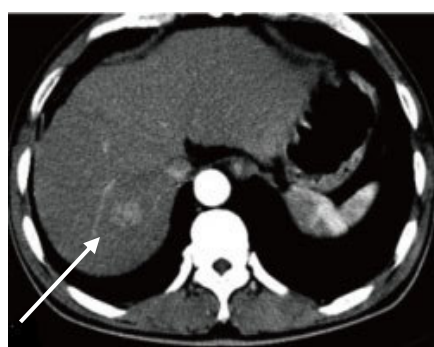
CT cu contrast. Faza arterială
